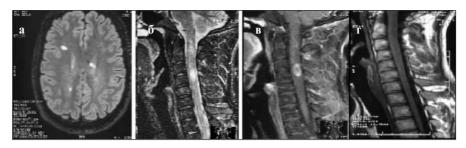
МРТ головного и спинного мозга пациента Н., 24 лет. Январь 2018 г.: на Т2-ВИ отмечаются несколько очагов перивентрикулярно (а), два очага в спинном мозге (б), один из которых активно накапливает парамагнитное контрастное вещество на Т1-ВИ (в). Август 2018 г.: накопления контрастного препарата очагом в спинном мозге не выявлено (г)
